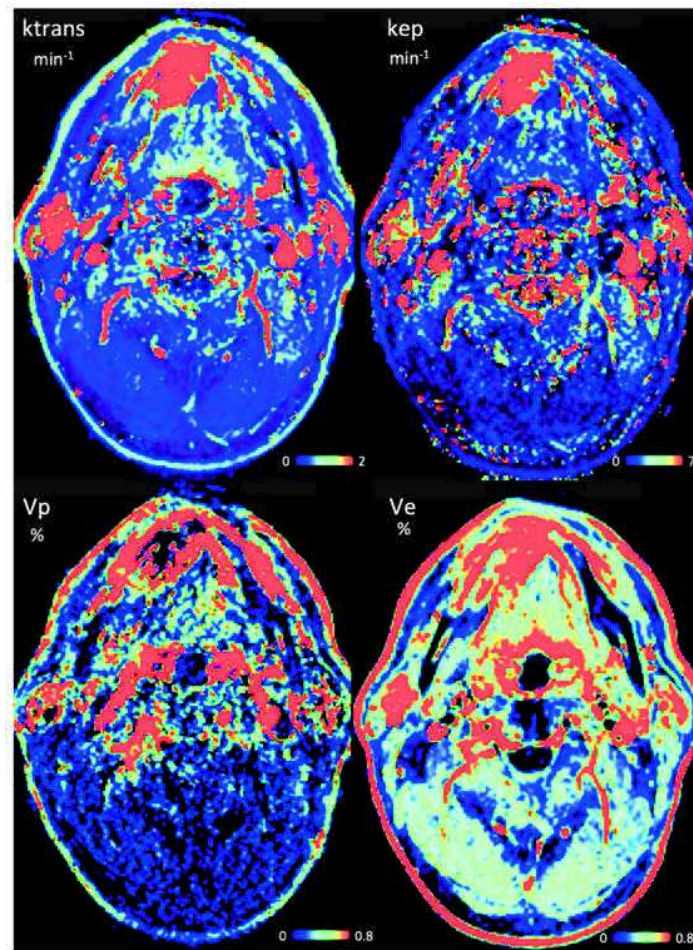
Cartographies d'IRM-DCE de l'ORL avec présence d'une lésion du plancher buccal obtenues à partir d'une séquence de perfusion dynamique (d'après un patient inclus dans le protocole RTEP8-Hyponeck).
